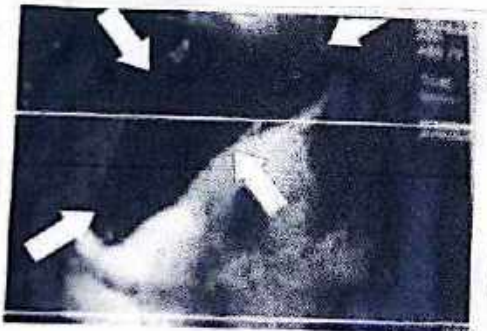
Ultrasonido abdominal en el que se aprecia la vesícula biliar de 7.5 por 4.5 centímetros en sus diámetros.
